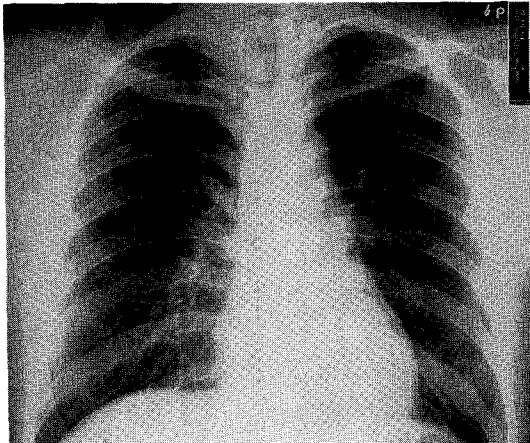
Chest roentgenogram of case 10 after corticosteroid therapy shows complete resolution.
